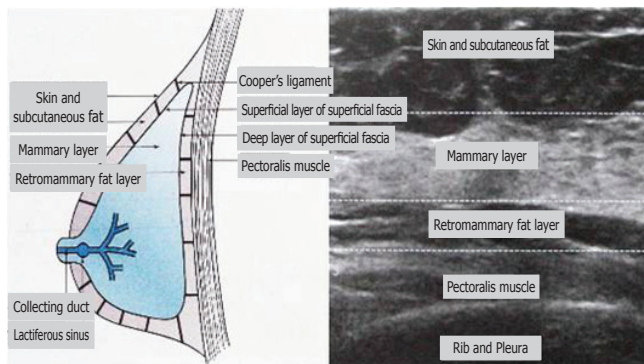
Sonographic finding of normal breast anatomy.
